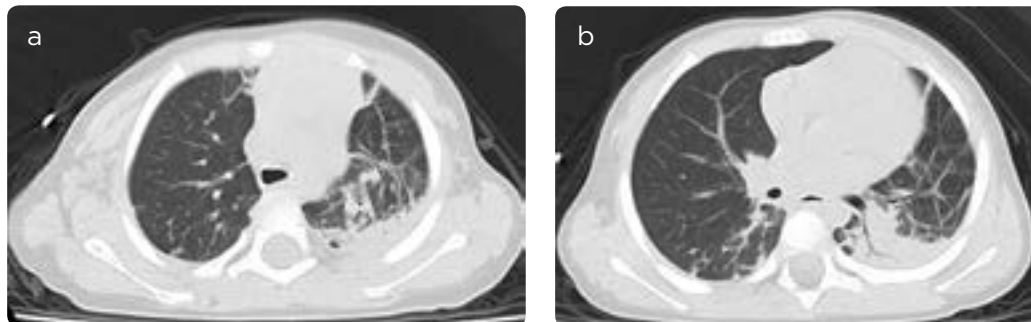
a y b) TAC de tórax simple bajo anestesia general con intubación orotraqueal. Se observan áreas de consolidación pulmonar en zonas de declive, principalmente en el pulmón izquierdo, asociadas a signos de pérdida de volumen de dicho pulmón.
